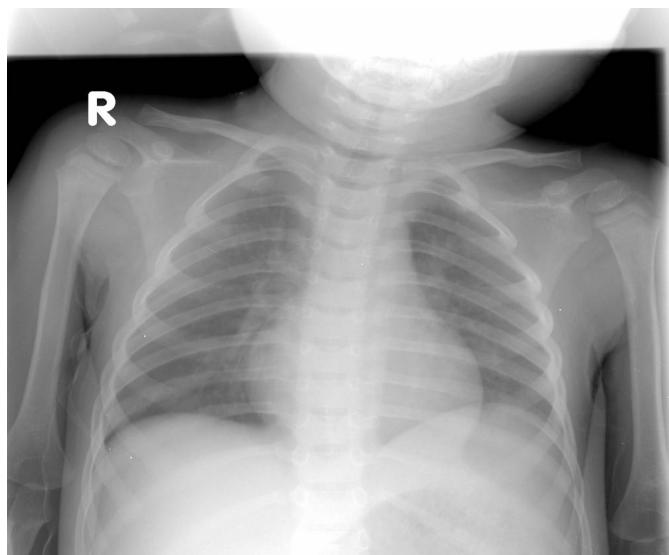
Chest X-ray after successful removal.
